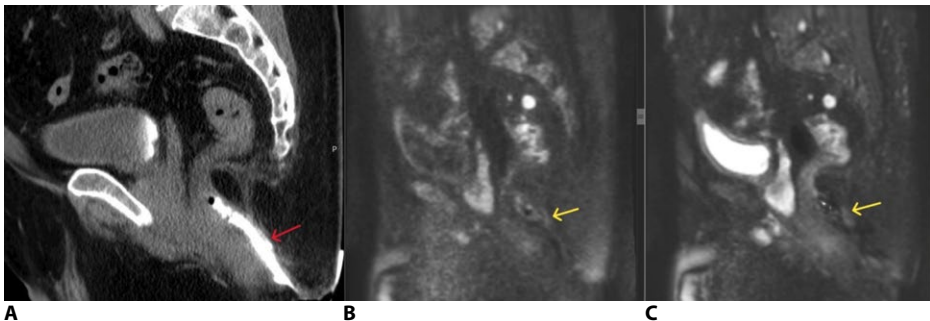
Компьютерная томография параректальной области до и после применения аутологичной стромально-васкулярной фракции у пациента 2: А – красной стрелкой обозначен контрастированный свищ прямой кишки; В, С – желтой стрелкой обозначена фиброзная ткань в зоне бывшего свища прямой кишки через 42 недели после вмешательства
